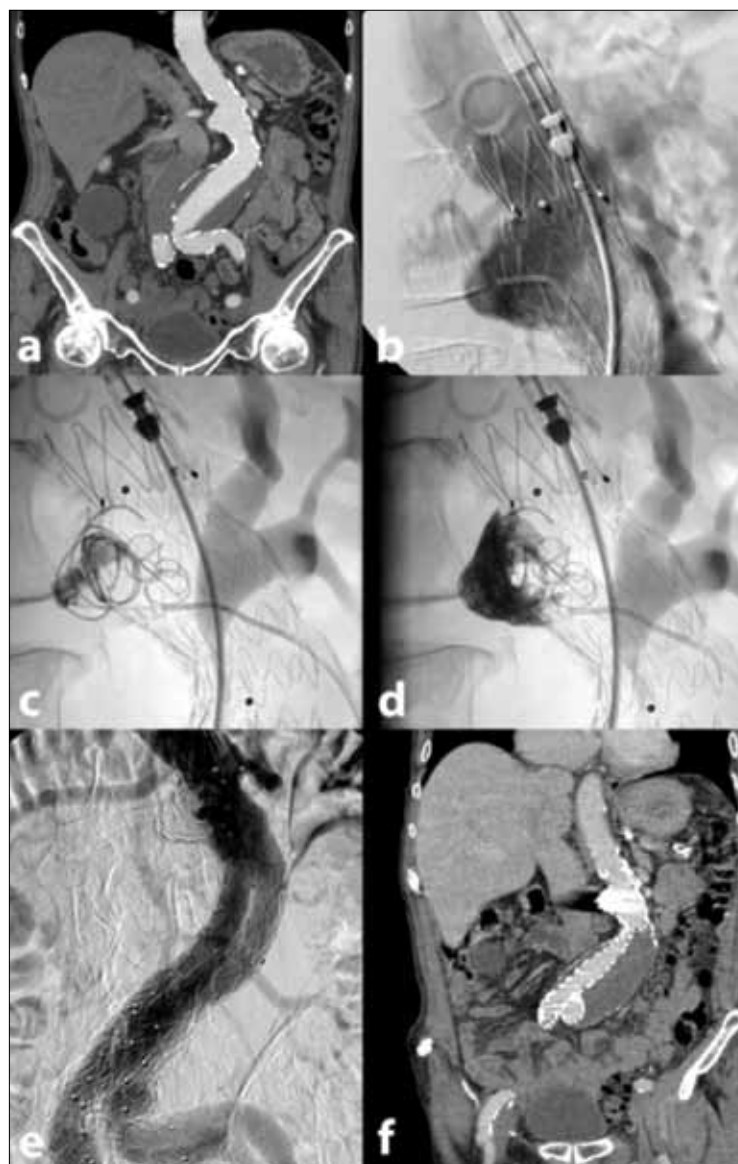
Лечение пенетрирующей атеросклеротической язвы в зоне прикрепления инфраренальной аневризмы аорты а – Крупные ПАЯ в зоне шейки инфраренальной аневризмы брюшной аорты; b – e – катетер Cobra 4F введен в ПАЯ до имплантации стент-трансплантата (b), использованы сразу нескольких катушек для заполнения полости ПАЯ (c), полная окклюзия ПАЯ достигнута путем инъекции жидкого эмболического агента Онукх (d). На заключительной ангиограмме и ПАЯ, и полость аневризмы успешно закрыты; f – КТ спустя 6 месяцев после процедуры демонстрирует отсутствие эндоликов и достаточную окклюзию ПАЯ и аневризмы.
